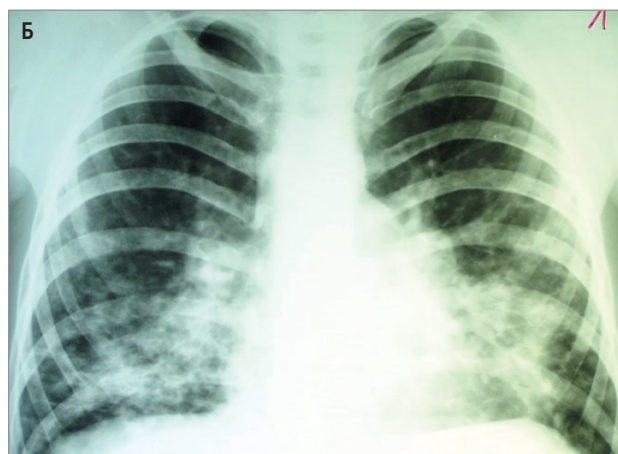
Вовлечение кожи и легких при DRESS-синдроме, вызванном карбамазепином: А – диссеминированные яркие эритематозные инфильтрированные высыпания с трансформацией в эритродермию; Б – 2-сторонние инфильтративные изменения на рентгенограмме легких (эозинофильная пневмония)
